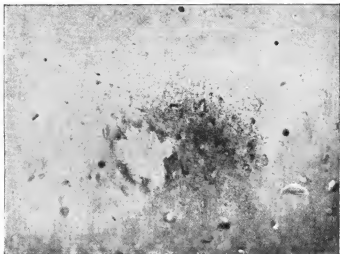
Оседание металлической пыли и наличие кольца металлизации в области входного отверстия на коже (рентгеновский снимок).
